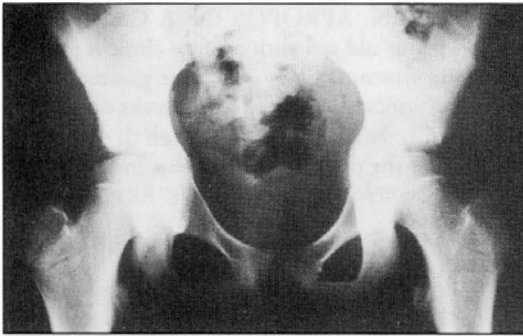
Radiografía de pelvis en la que se aprecia borramiento de la interlínea articular de la articulación sacroilíaca izquierda
